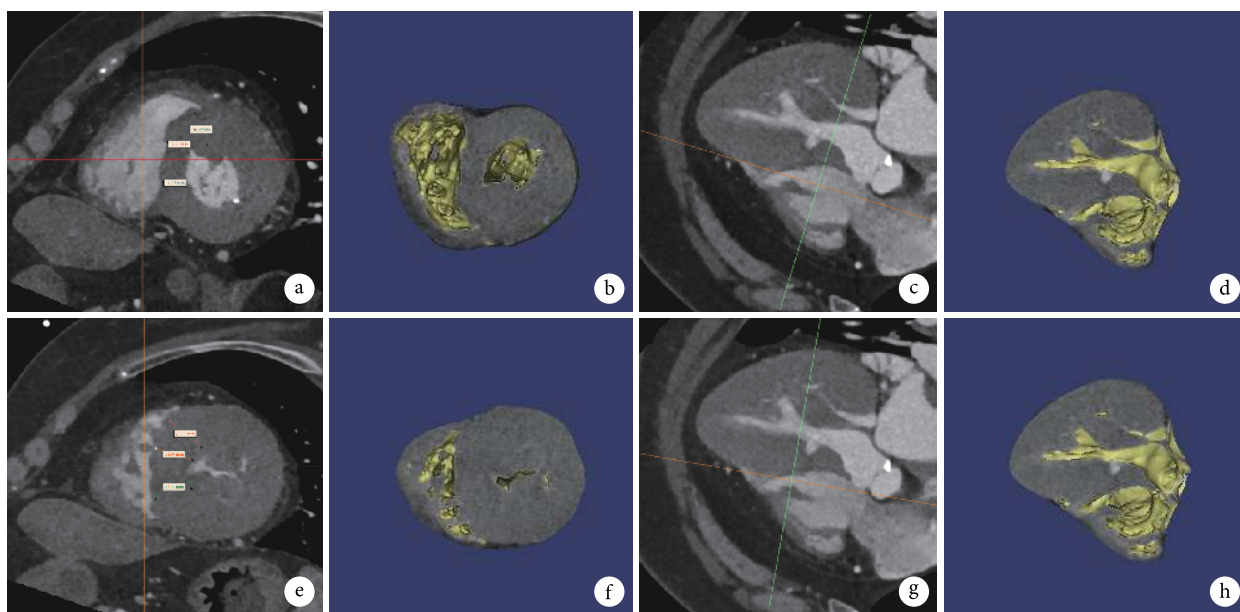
病例1的基于增强CT舒张末期图像的3D数字模型
